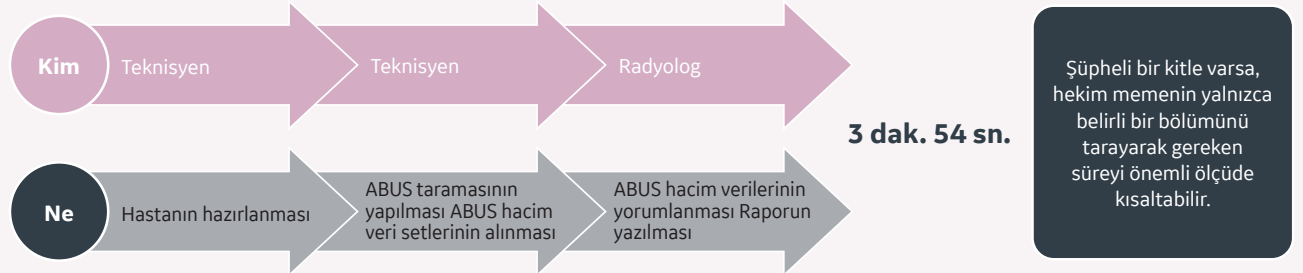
ABUS ve geleneksel ultrason iş akışı.
